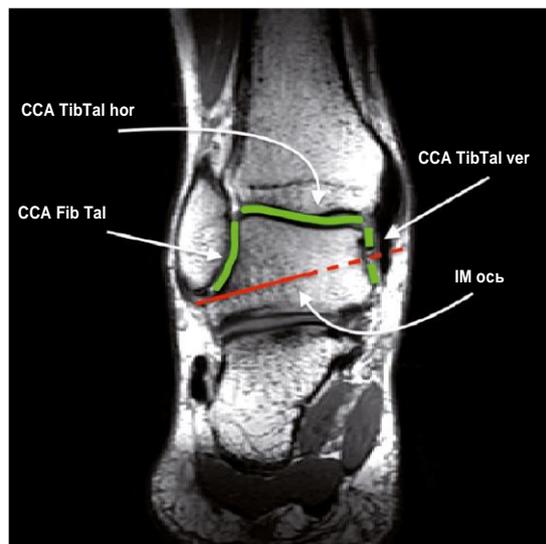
МРТ-сканирование: конгруэнтность суставных поверхностей выделена зеленым цветом; правая стопа в нормальном положении, вид снизу
